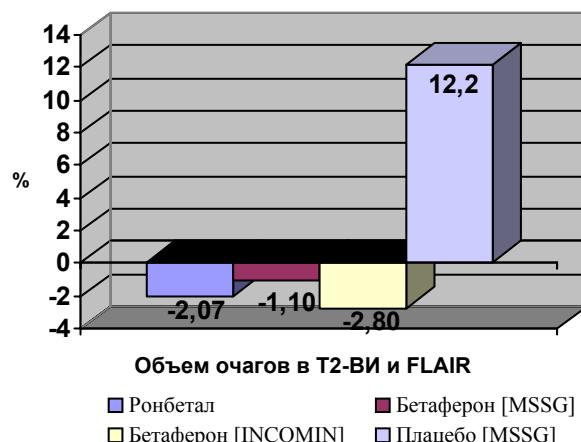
Сравнительные данные по динамике объема очагов в T2-ВИ и FLAIR.
